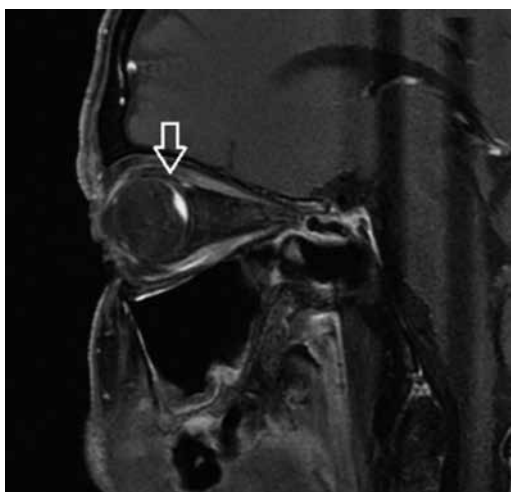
RM orbitaria, corte sagital. Lesión hiperintensa en T1 que presenta realce nivel coroideo con gadolinio.
